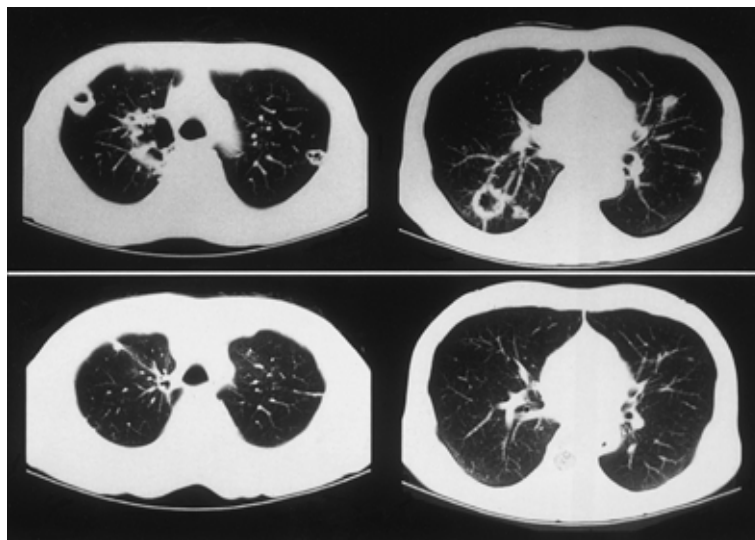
Chest CT scan obtained on admission, showing multiple cavitary nodules ( top ) CT scan after 3 months of treatment with sulfamethoxazole-trimethoprim, showing remarkable improvement ( bottom )
